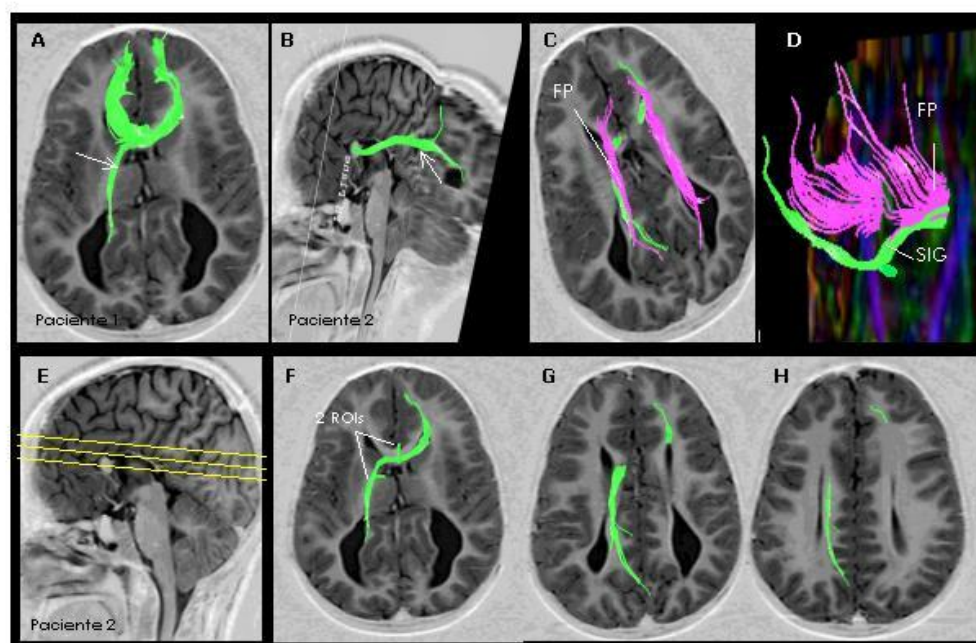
A-H: Reconstrução do feixe Sigmóide por fascigrafia em pacientes com agenesia parcial do CC. A-B. Feixes Sigmóides (seta) projetados em imagens de RM ponderadas em T1 no plano axial (A), coronal e sagital (B). C-D. Relação entre o feixe Sigmóide e feixe de Probst. Feixes projetados em RM ponderadas em T1 no plano axial (C) e em mapa de FA codificada em cores no plano coronal (D). E-H. Detalhe da trajetória do Sigmóide. Projetados em imagens ponderadas em T1 no plano axial. E. Imagem ponderada em T1 no plano sagital, indicando a localização das imagens axiais (F-H). Em F, regiões de interesse utilizadas para a reconstrução do Sigmóide identificado em F, G e H.
